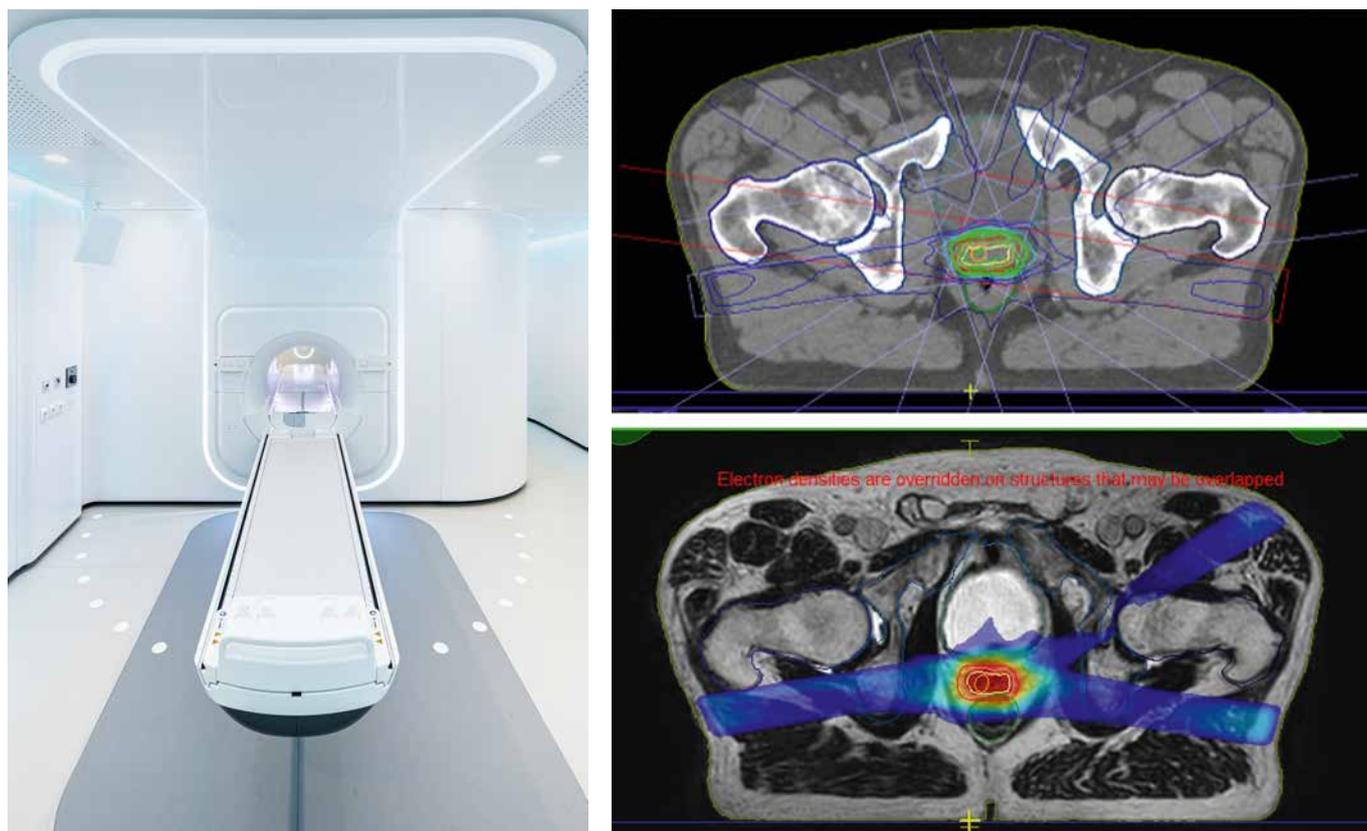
Links: MR-LINAC-Beschleuniger, © Uniklinikum Dresden/Kirsten Lässig. Rechts: Planung eines Prostatakarzinomrezidivs, oben die Computertomographie, unten das MRT, aus dem der höhere Weichgewebskontrast hervorgeht. Farblich sind die Dosisverteilungen dargestellt (blau: niedrige Dosis, orange/rot: hohe Dosis im Zielvolumen).
